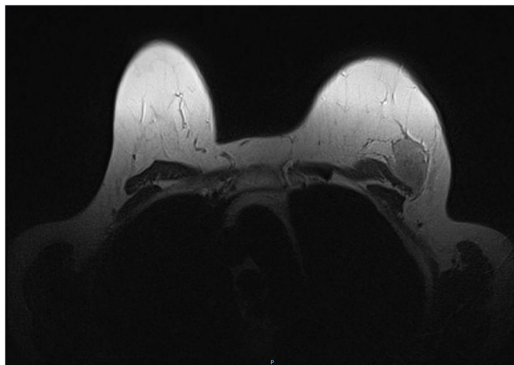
Resonancia magnética nuclear bilateral.
